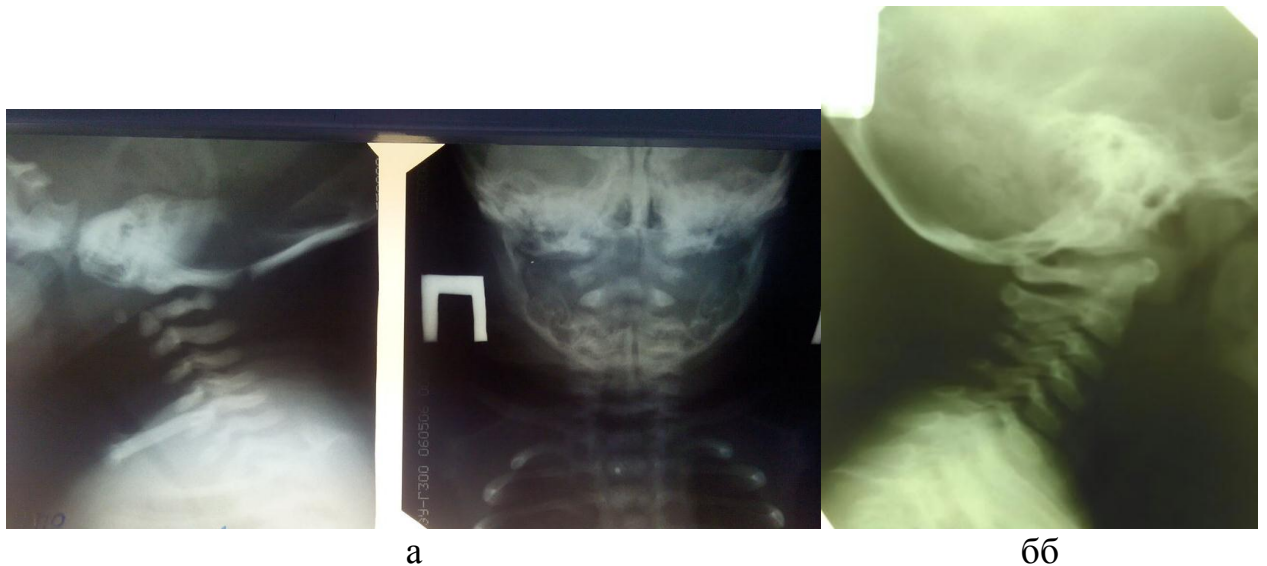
Рентгенограмма ШОП: а - у ребенка 8 суток подвывих С1-С2 и расхождение боковых масс атланта, б – у ребенка 3 мес изменение заднего краниовертебрального расстояния.
